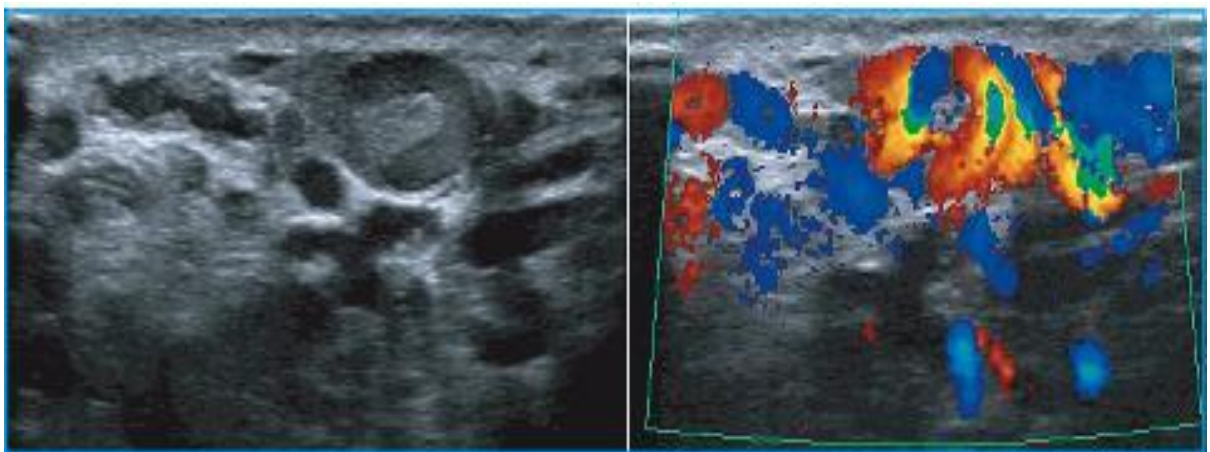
Echodoppler d'une varicocèle [53].
